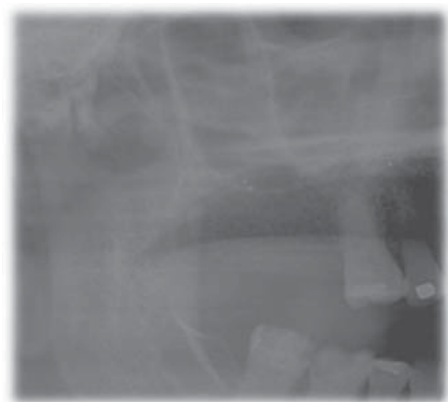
Ortopantomografía con deformidad condilar derecha.
